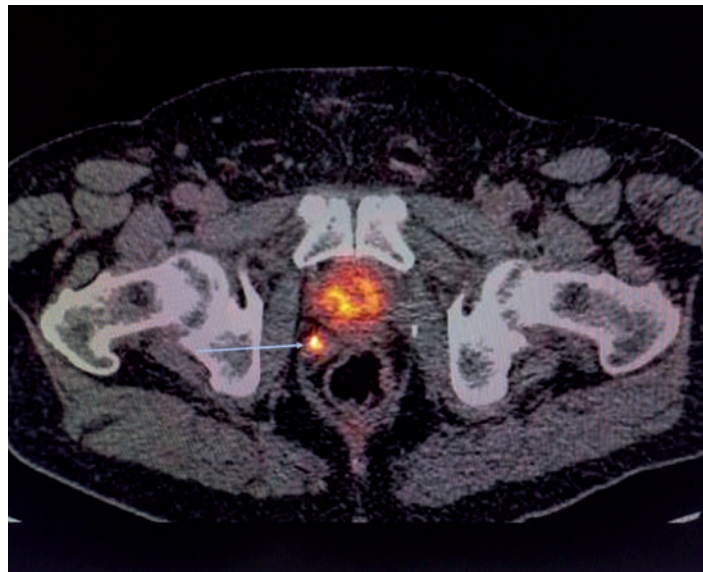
Imagen PET/CT con 68Ga-PSMA de una recidiva local derecha (flecha) en la zona de la resección quirúrgica de la próstata.
